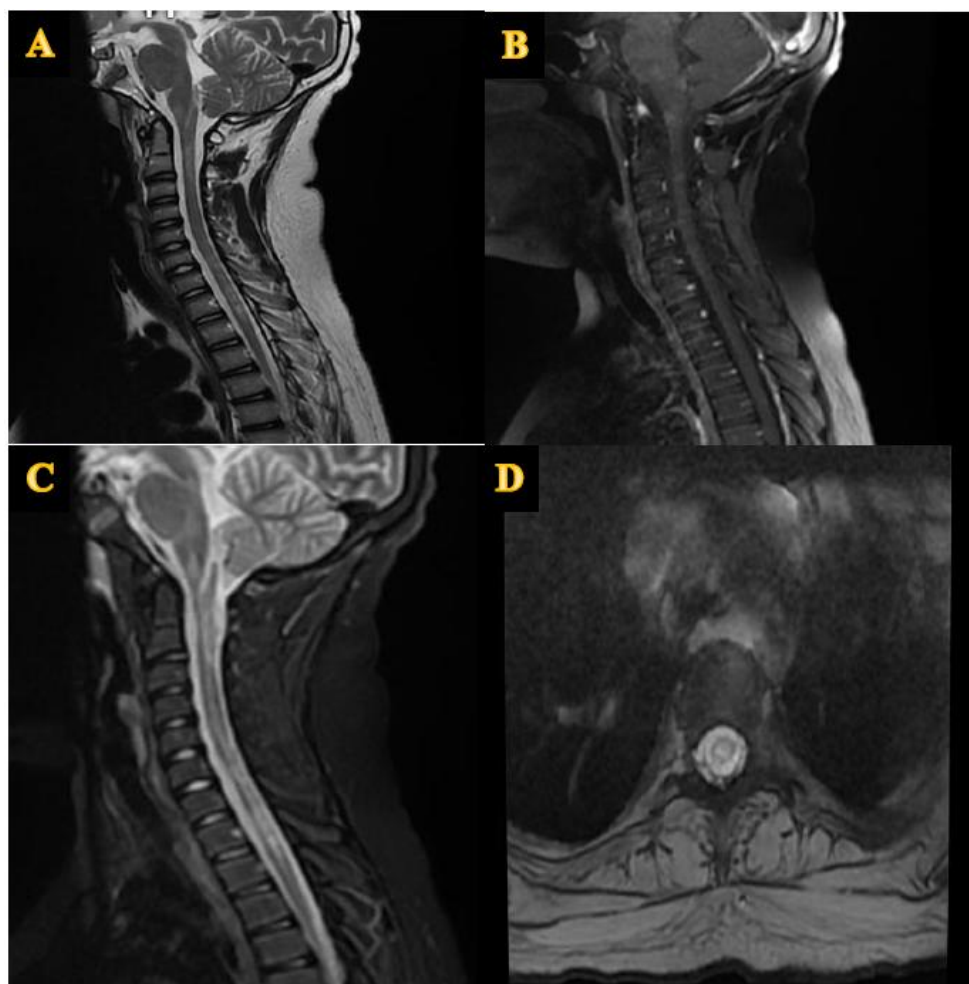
IRM médullaire cervico thoracique de l'enfant KPR en séquence écho de spin mettant évidence sur les coupes sagittales pondérées en T2 (A), et en T2-STIR (C) un hyper signal intramédullaire étendu longitudinalement de la jonction bulbo médullaire jusqu'au niveau de moelle thoracique en regard de la 4ème vertèbre thoracique (T4), qui apparaît centromédullaire sur la coupe axiale pondérée en T2-STIR(D) sans rehaussement de la moelle cervicale en coupe sagittal T1 avec injection du gadolinium (B) en faveur d'une myélite transverse longitudinale étendue cervicothoracique
